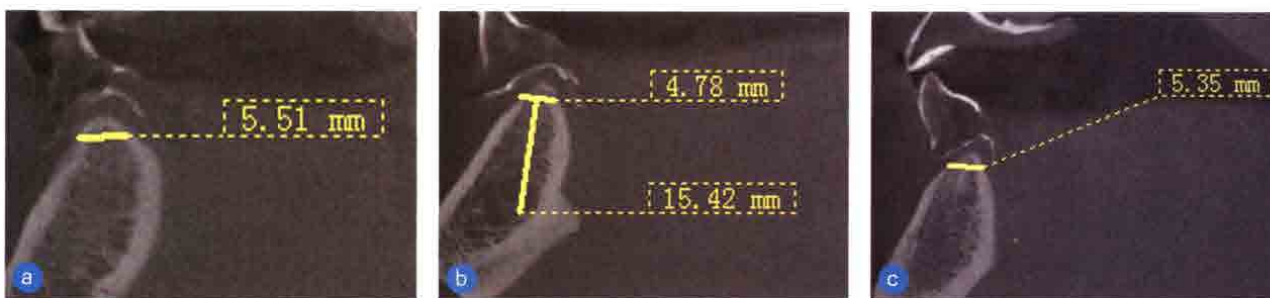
下颌种植手术。a. 术前CBCT示下颌左侧尖牙情况；b. 术前CBCT示下颌左侧侧切牙情况；c. 术前CBCT示下颌右侧侧切牙情况
